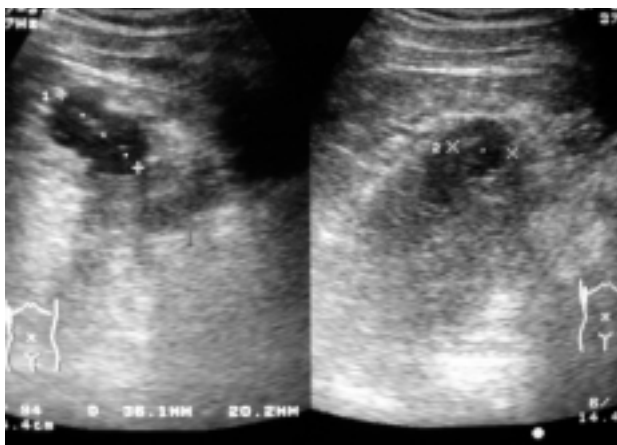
Ecografía renal: nódulo hipocogénico en polo superior de riñón derecho.
